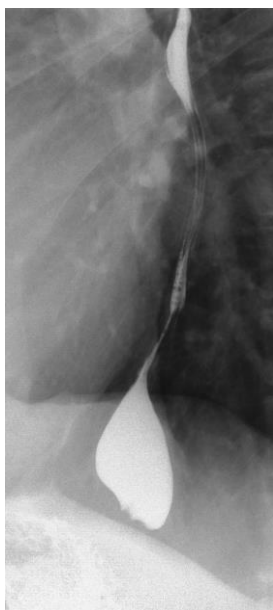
Рентгенограммы пищевода в фазе тугого наполнения. Стадии ахалазии (Б. В. Петровский, 1962 г.): а – I стадия (начальная); б – II стадия; в – III стадия; г – IV стадия
